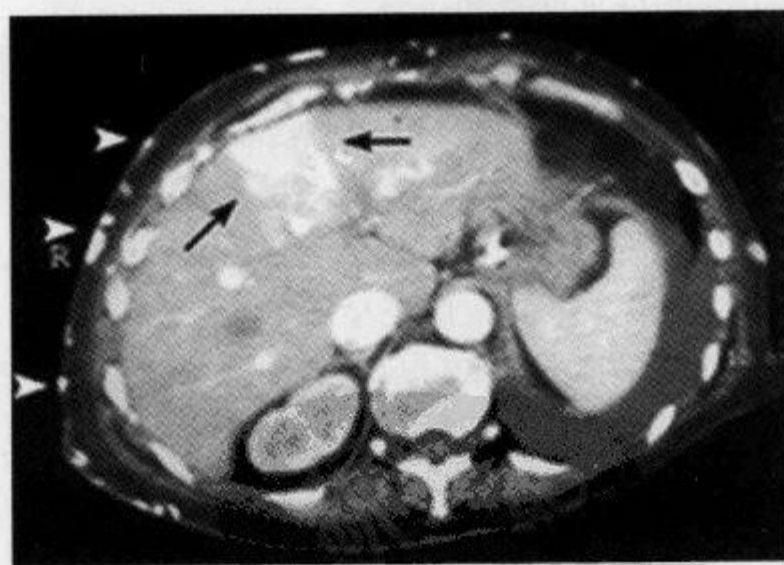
CT 增强扫描示“局灶肝热点征”
